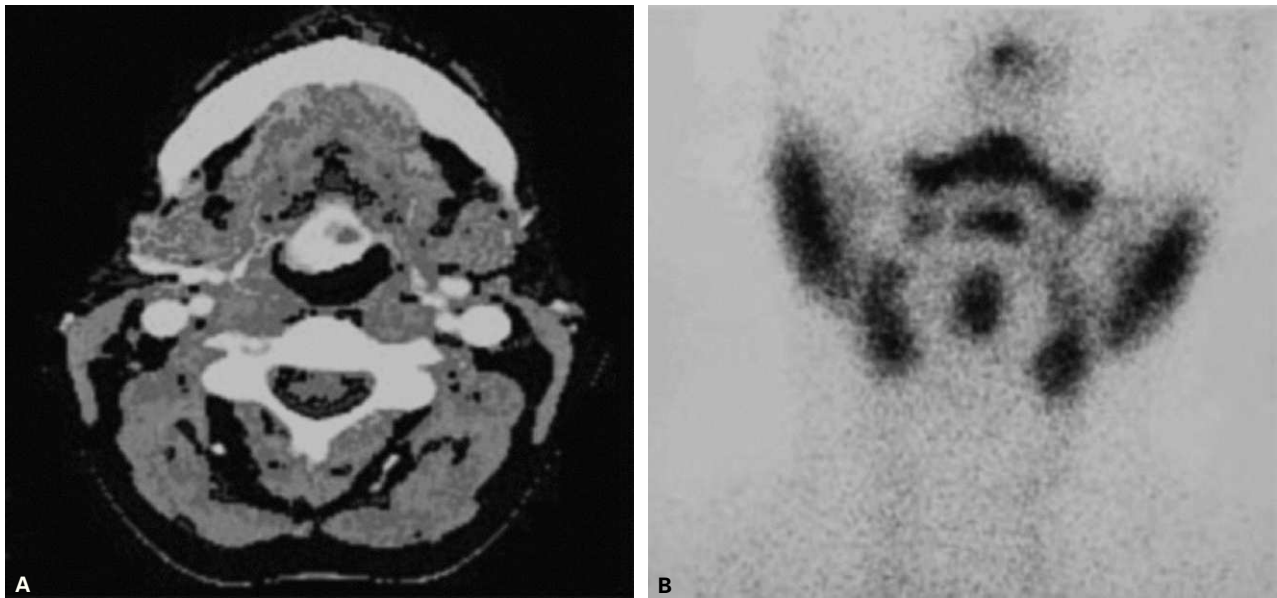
Caso 1: en la tomografía computarizada (A) se observa masa hipertensa en región sublingual compatible con tejido tiroideo. Gamagraficamente (B) se confirma hipercaptación a nivel sublingual y ausencia de captación en región pretraqueal.
